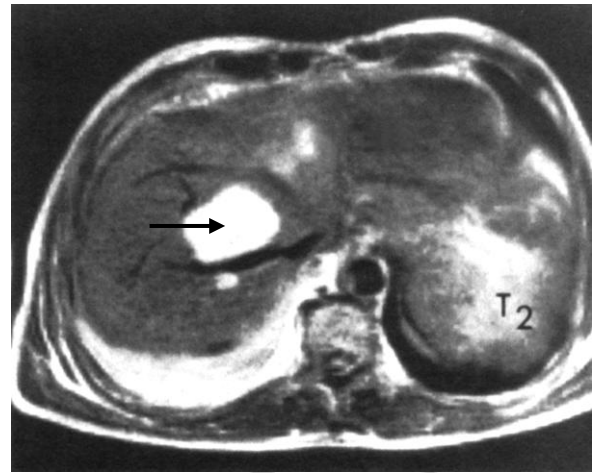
Компьютерная томограмма печени. Абсцесс печени:
